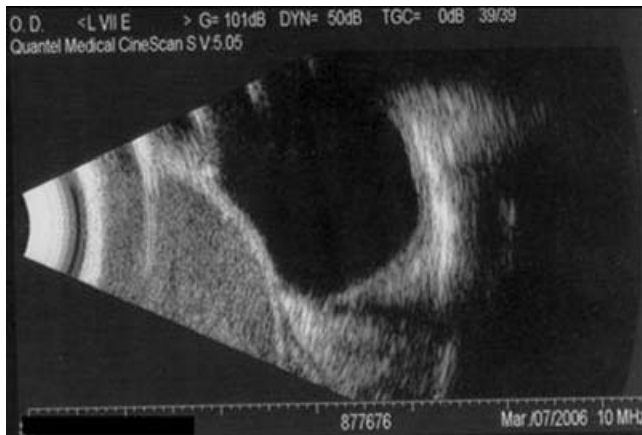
Ecografía de un paciente masculino de 8 años de edad con una masa endurecida supero nasal de aprox. 30 mm de longitud.
